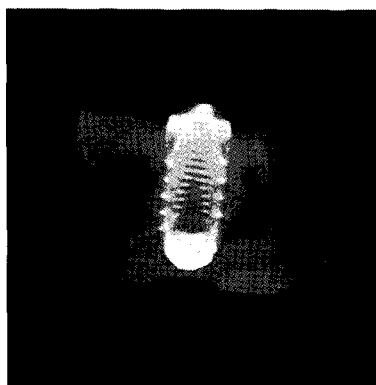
Micro CT view of RBM surface implant, (at 2 weeks)
